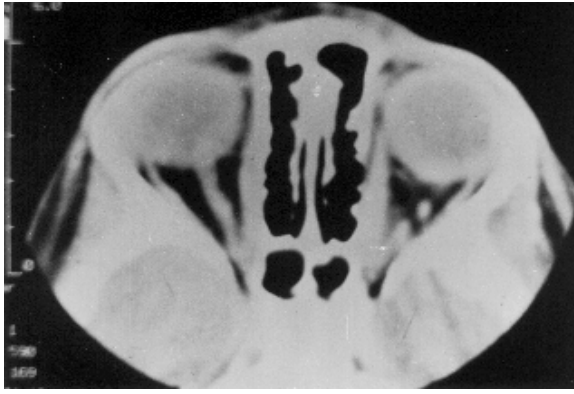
Orbital BT: Sağda intraorbital yerleşimli düzgün kenarlı optik gliom ile uyumlu kitle izlenmektedir.
